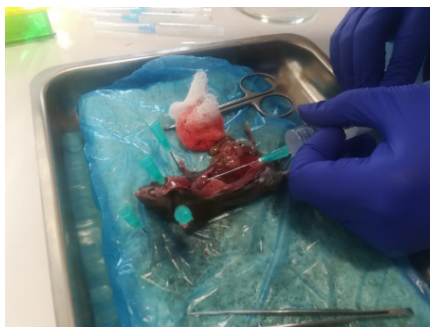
Перфузия сердца с целью выделения популяции эпителиоцитов легкого
